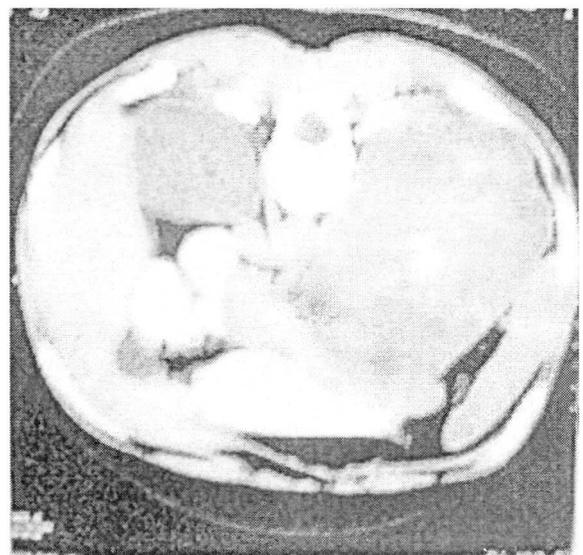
TAC abdominal: voluminosa tumoración de la glándula suprarrenal izquierda
